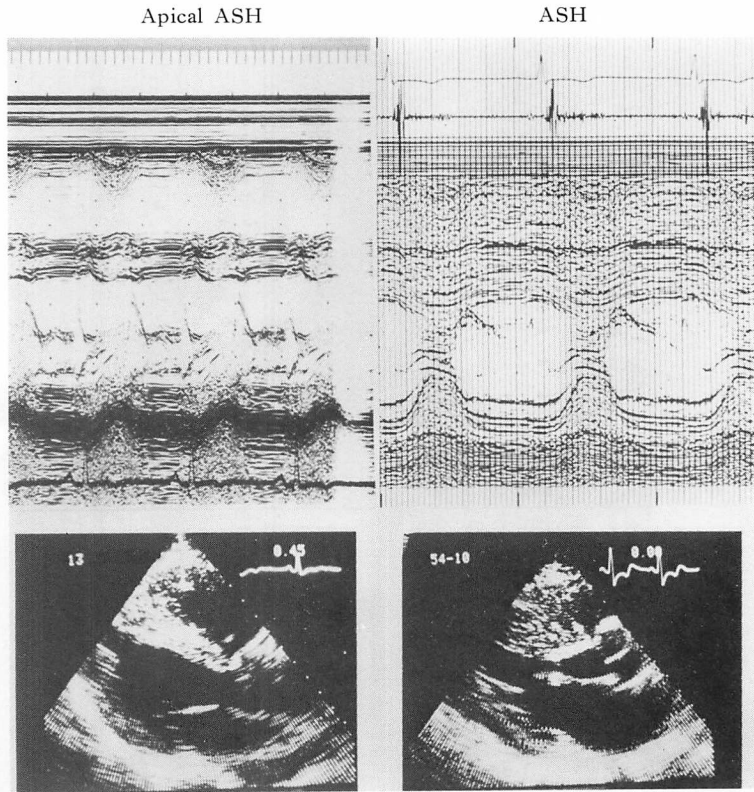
M-mode and two-dimensional echocardiograms from a patient with apical asymmetric septal hypertrophy (apical ASH) and from a patient with typical asymmetric septal hypertrophy (ASH).
